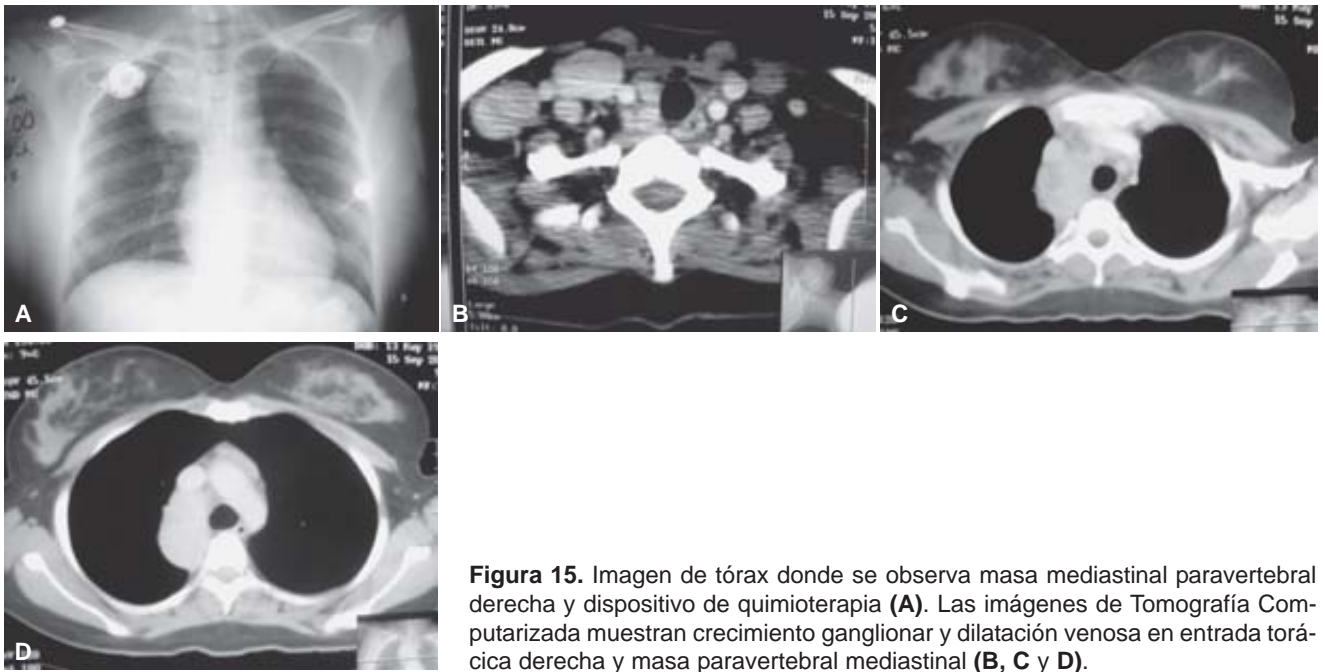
Imagen de tórax donde se observa masa mediastinal paravertebral derecha y dispositivo de quimioterapia (A). Las imágenes de Tomografía Computarizada muestran crecimiento ganglionar y dilatación venosa en entrada torácica derecha y masa paravertebral mediastinal (B, C y D).
